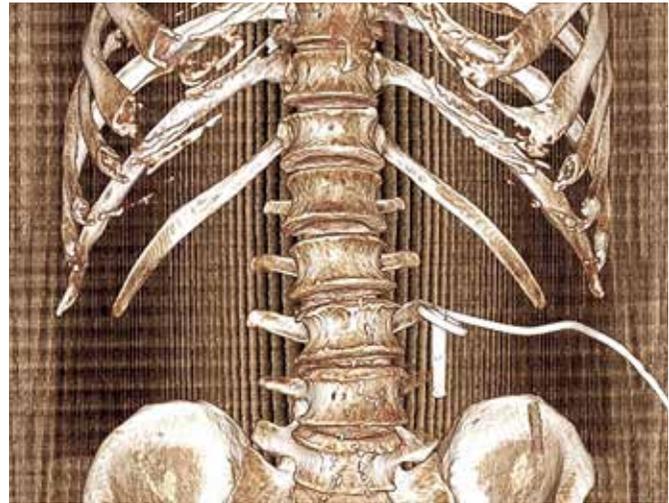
Данные МСКТ без контрастирования пациента С. до операции
